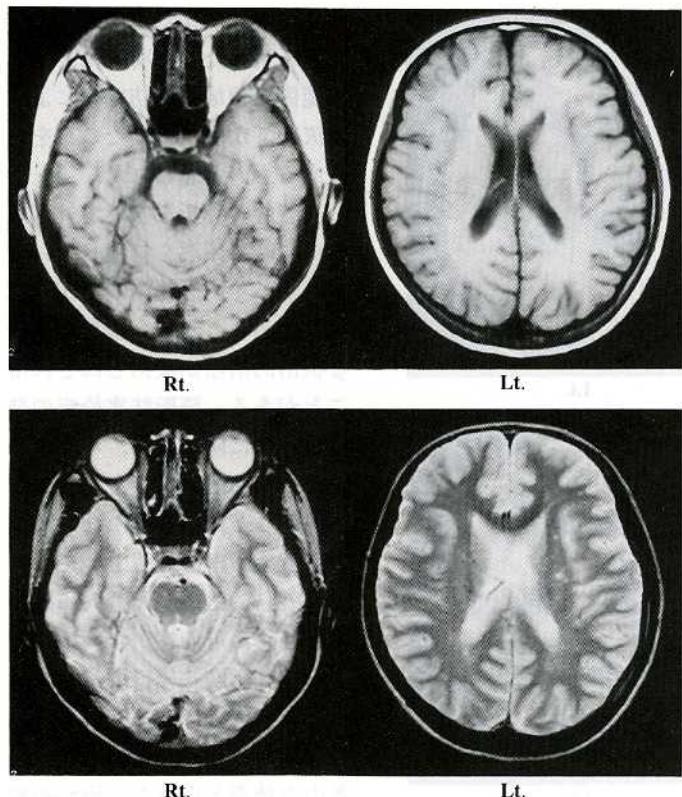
MRI performed 1 month after injuries showed decrease in the number of abnormal intensity areas observed in the previous MRI.
